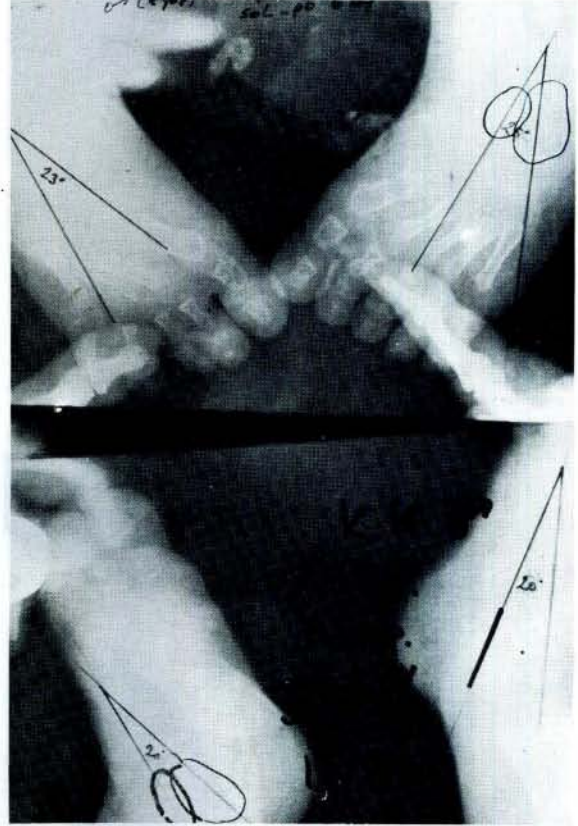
18 aylık, sağ PEV olan erkek hasta. C.S.T.R. sonrası postoperatif 22. aydaki ön-arka grafisi.
